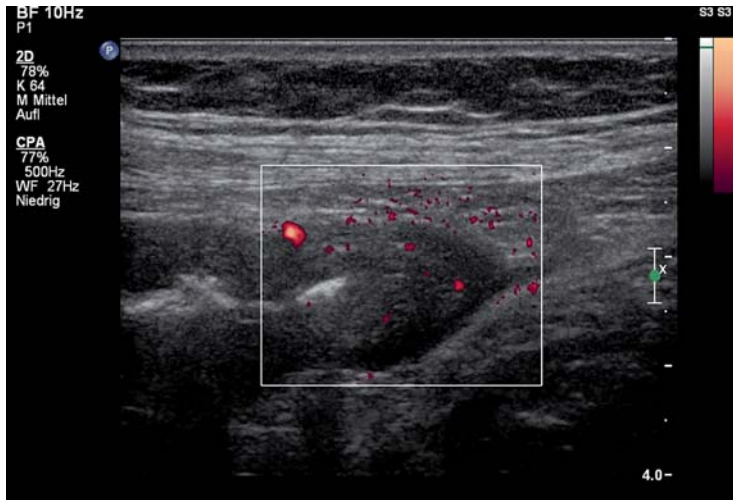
Die Darmwandsonographie der im Fallbericht beschriebenen Patientin zeigt eine deutliche Wandverdickung und vermehrte Vaskularisation des Querkolons.
